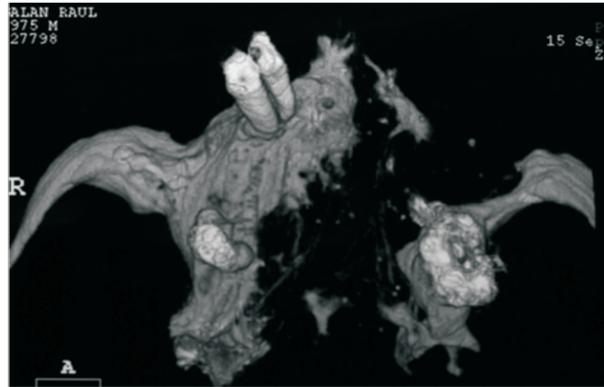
A. Caso Clínico n°1: Tomografía Maxilar Superior. Se observa presencia de comunicación ósea naso-palato-sinusal post trauma
